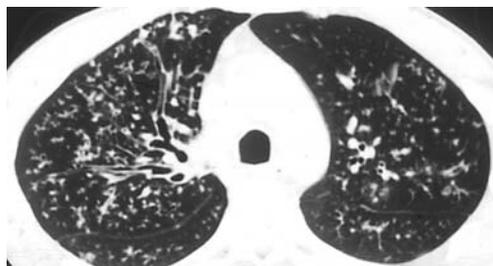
HRCT: diffusi ispessimenti bronchiali e bronchiolari con formazioni bronchiectasiche prevalentemente cistiche e fenomeni di *air trapping*
